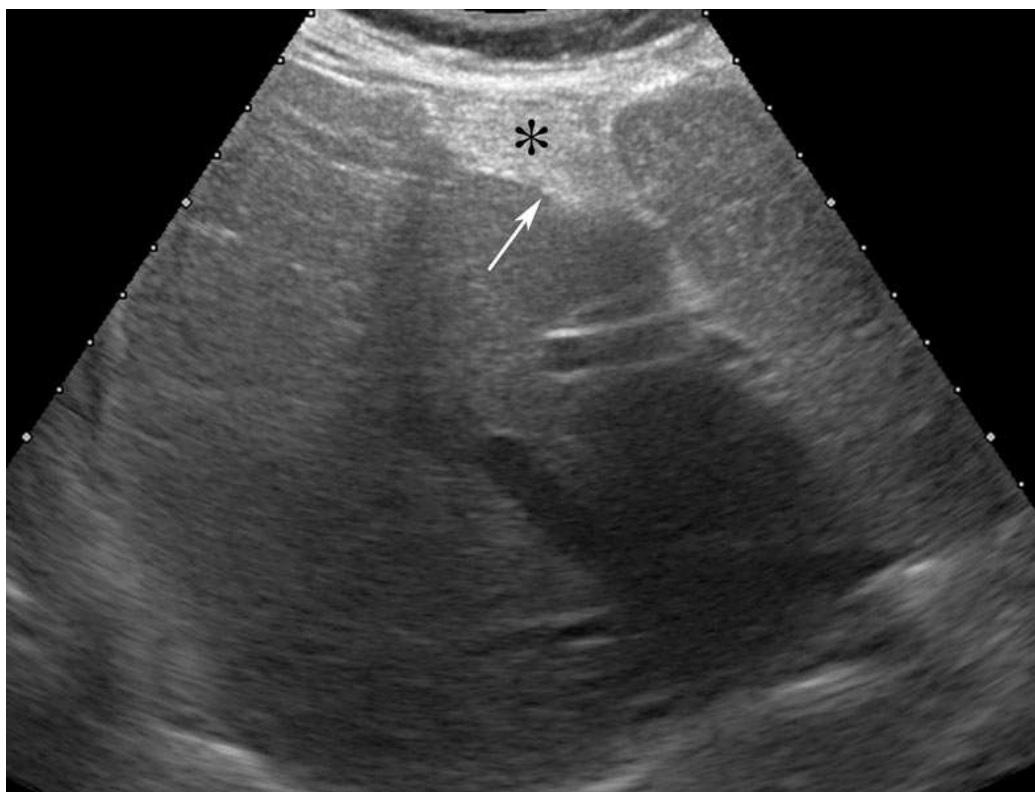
Aspect échographique, en coupe transversale, d'une résection en Wedge (tumorectomie) du segment IV pour tumeur bénigne. Mise en évidence d'un vide triangulaire occupé par du matériel graisseux hyperéchogène (astérisque) et de spots hyperéchogènes (flèche), correspondant aux clips laissés sur les pédicules vasculo-biliaires, le long de la tranche de section.
